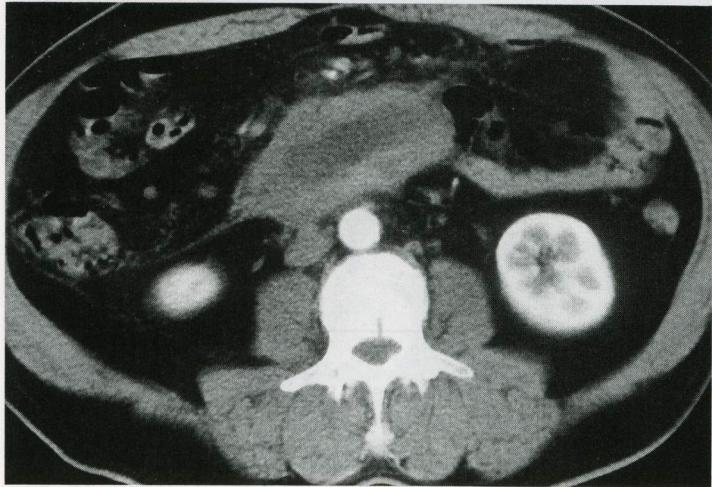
Follow-up CT scan on the 4th day after urokinase infusion therapy(30,000IU/day×2). The hematoma is markedly reduced in volume. And, superior mesenteric vessels are less compressed by the hematoma.
